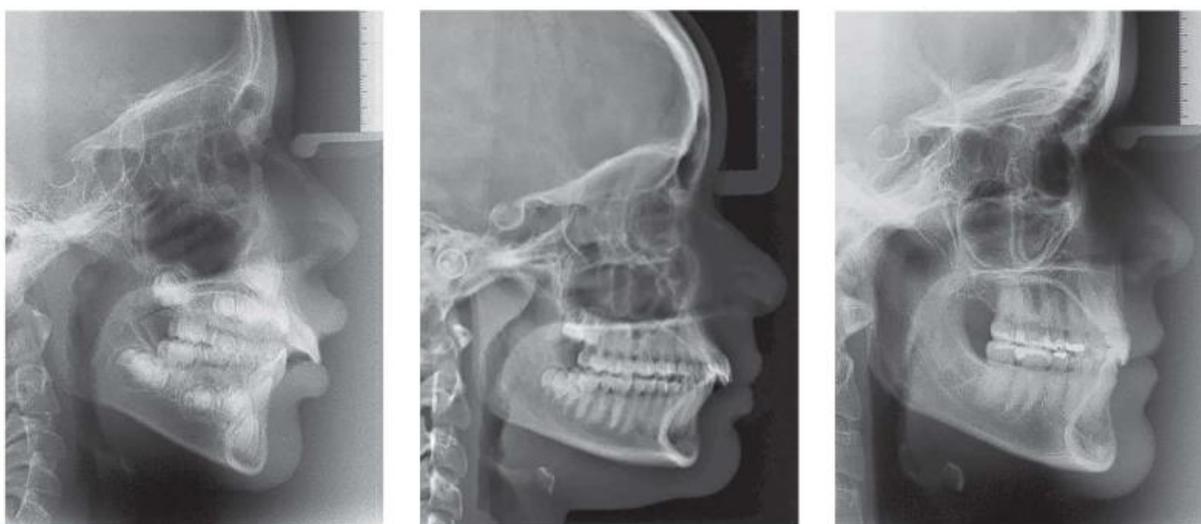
Telerradiografias evidenciando, respectivamente, os padrões dolicocefálico, braquicefálico e mesocefálico. Todos apresentam sobremordida profunda.
